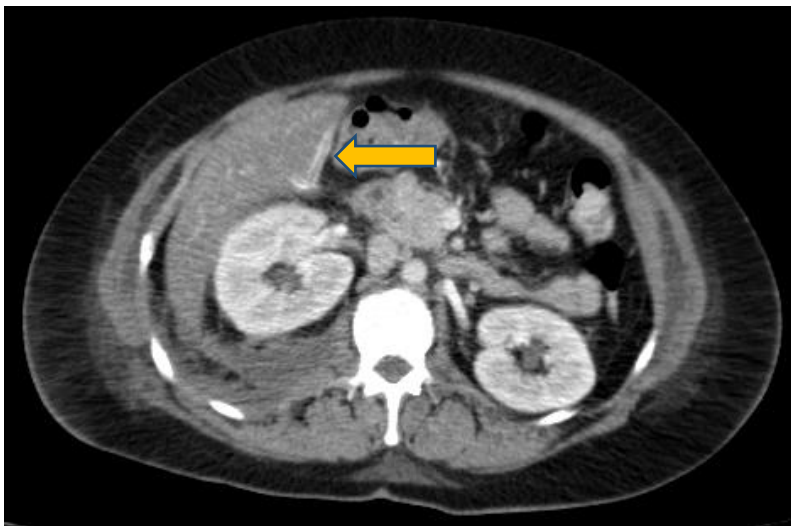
TC abdomen corte transversal. Se muestra el extremo distal del drenaje en proximidad al duodeno II.
